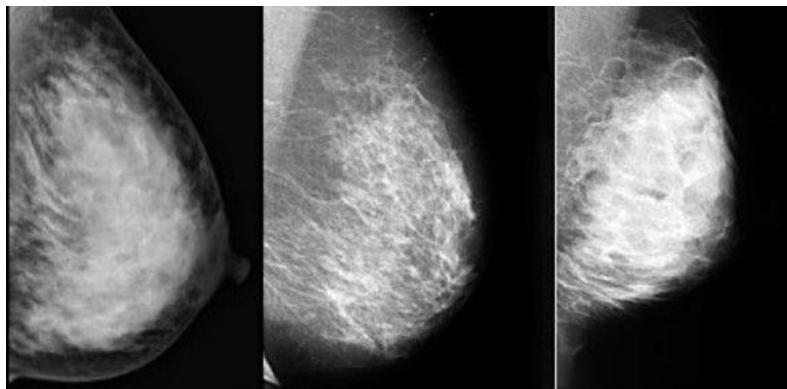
Рентгенограма молочних залоз при мастопатії
